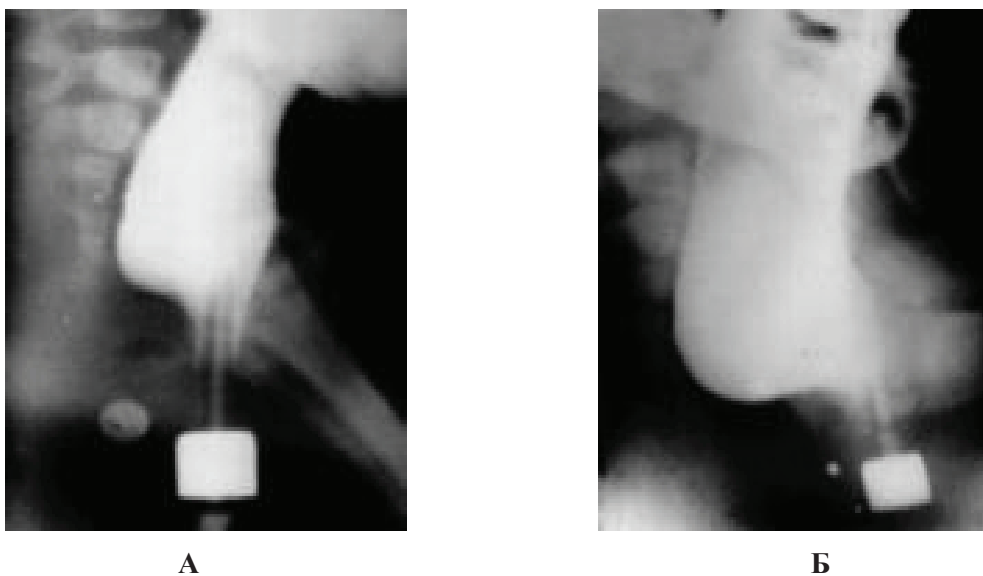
Боковые рентгенограммы аноректальной зоны девочки 8 мес. с вестибулярным свищем
